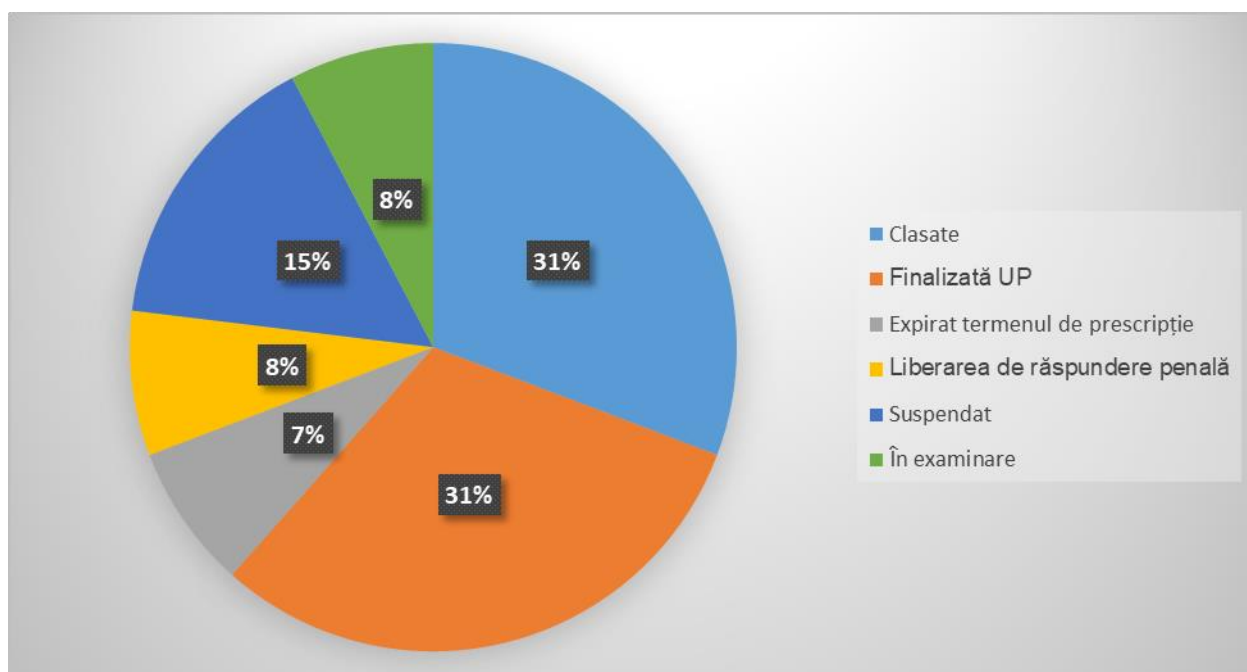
Fazele de examinare a cauzelor penale intentate în baza art.159 CP RM pe teritoriul Republicii Moldova, în perioada anilor 2007-2017 [93]
